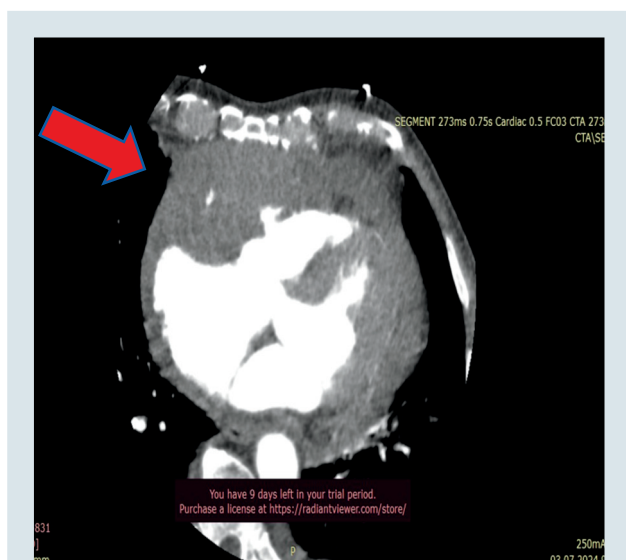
Візуалізація за допомогою комп'ютерної томографії, що свідчить про наявність новоутворення в середостінні (пацієнт К., історія хвороби № 3809)
